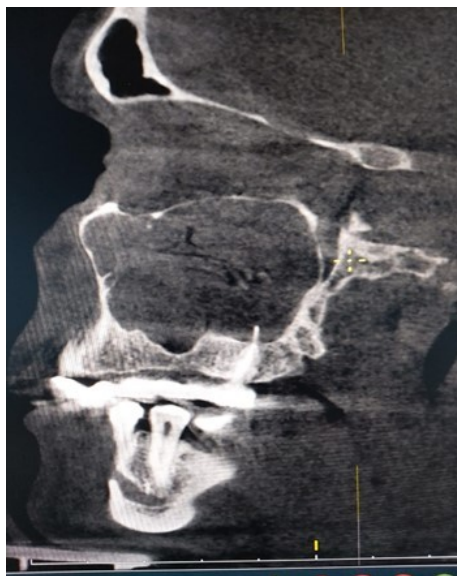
Боковой КТ - снимок правой верхнечелюстной пазухи до начала лечения
